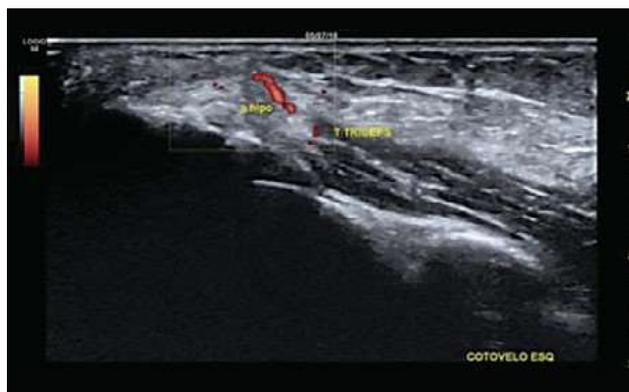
Tendón del tríceps braquial del paciente de la figura 1.2 durante la evaluación del Doppler de Amplitud que demuestra el polo vascular, lo que confirma la patología activa
